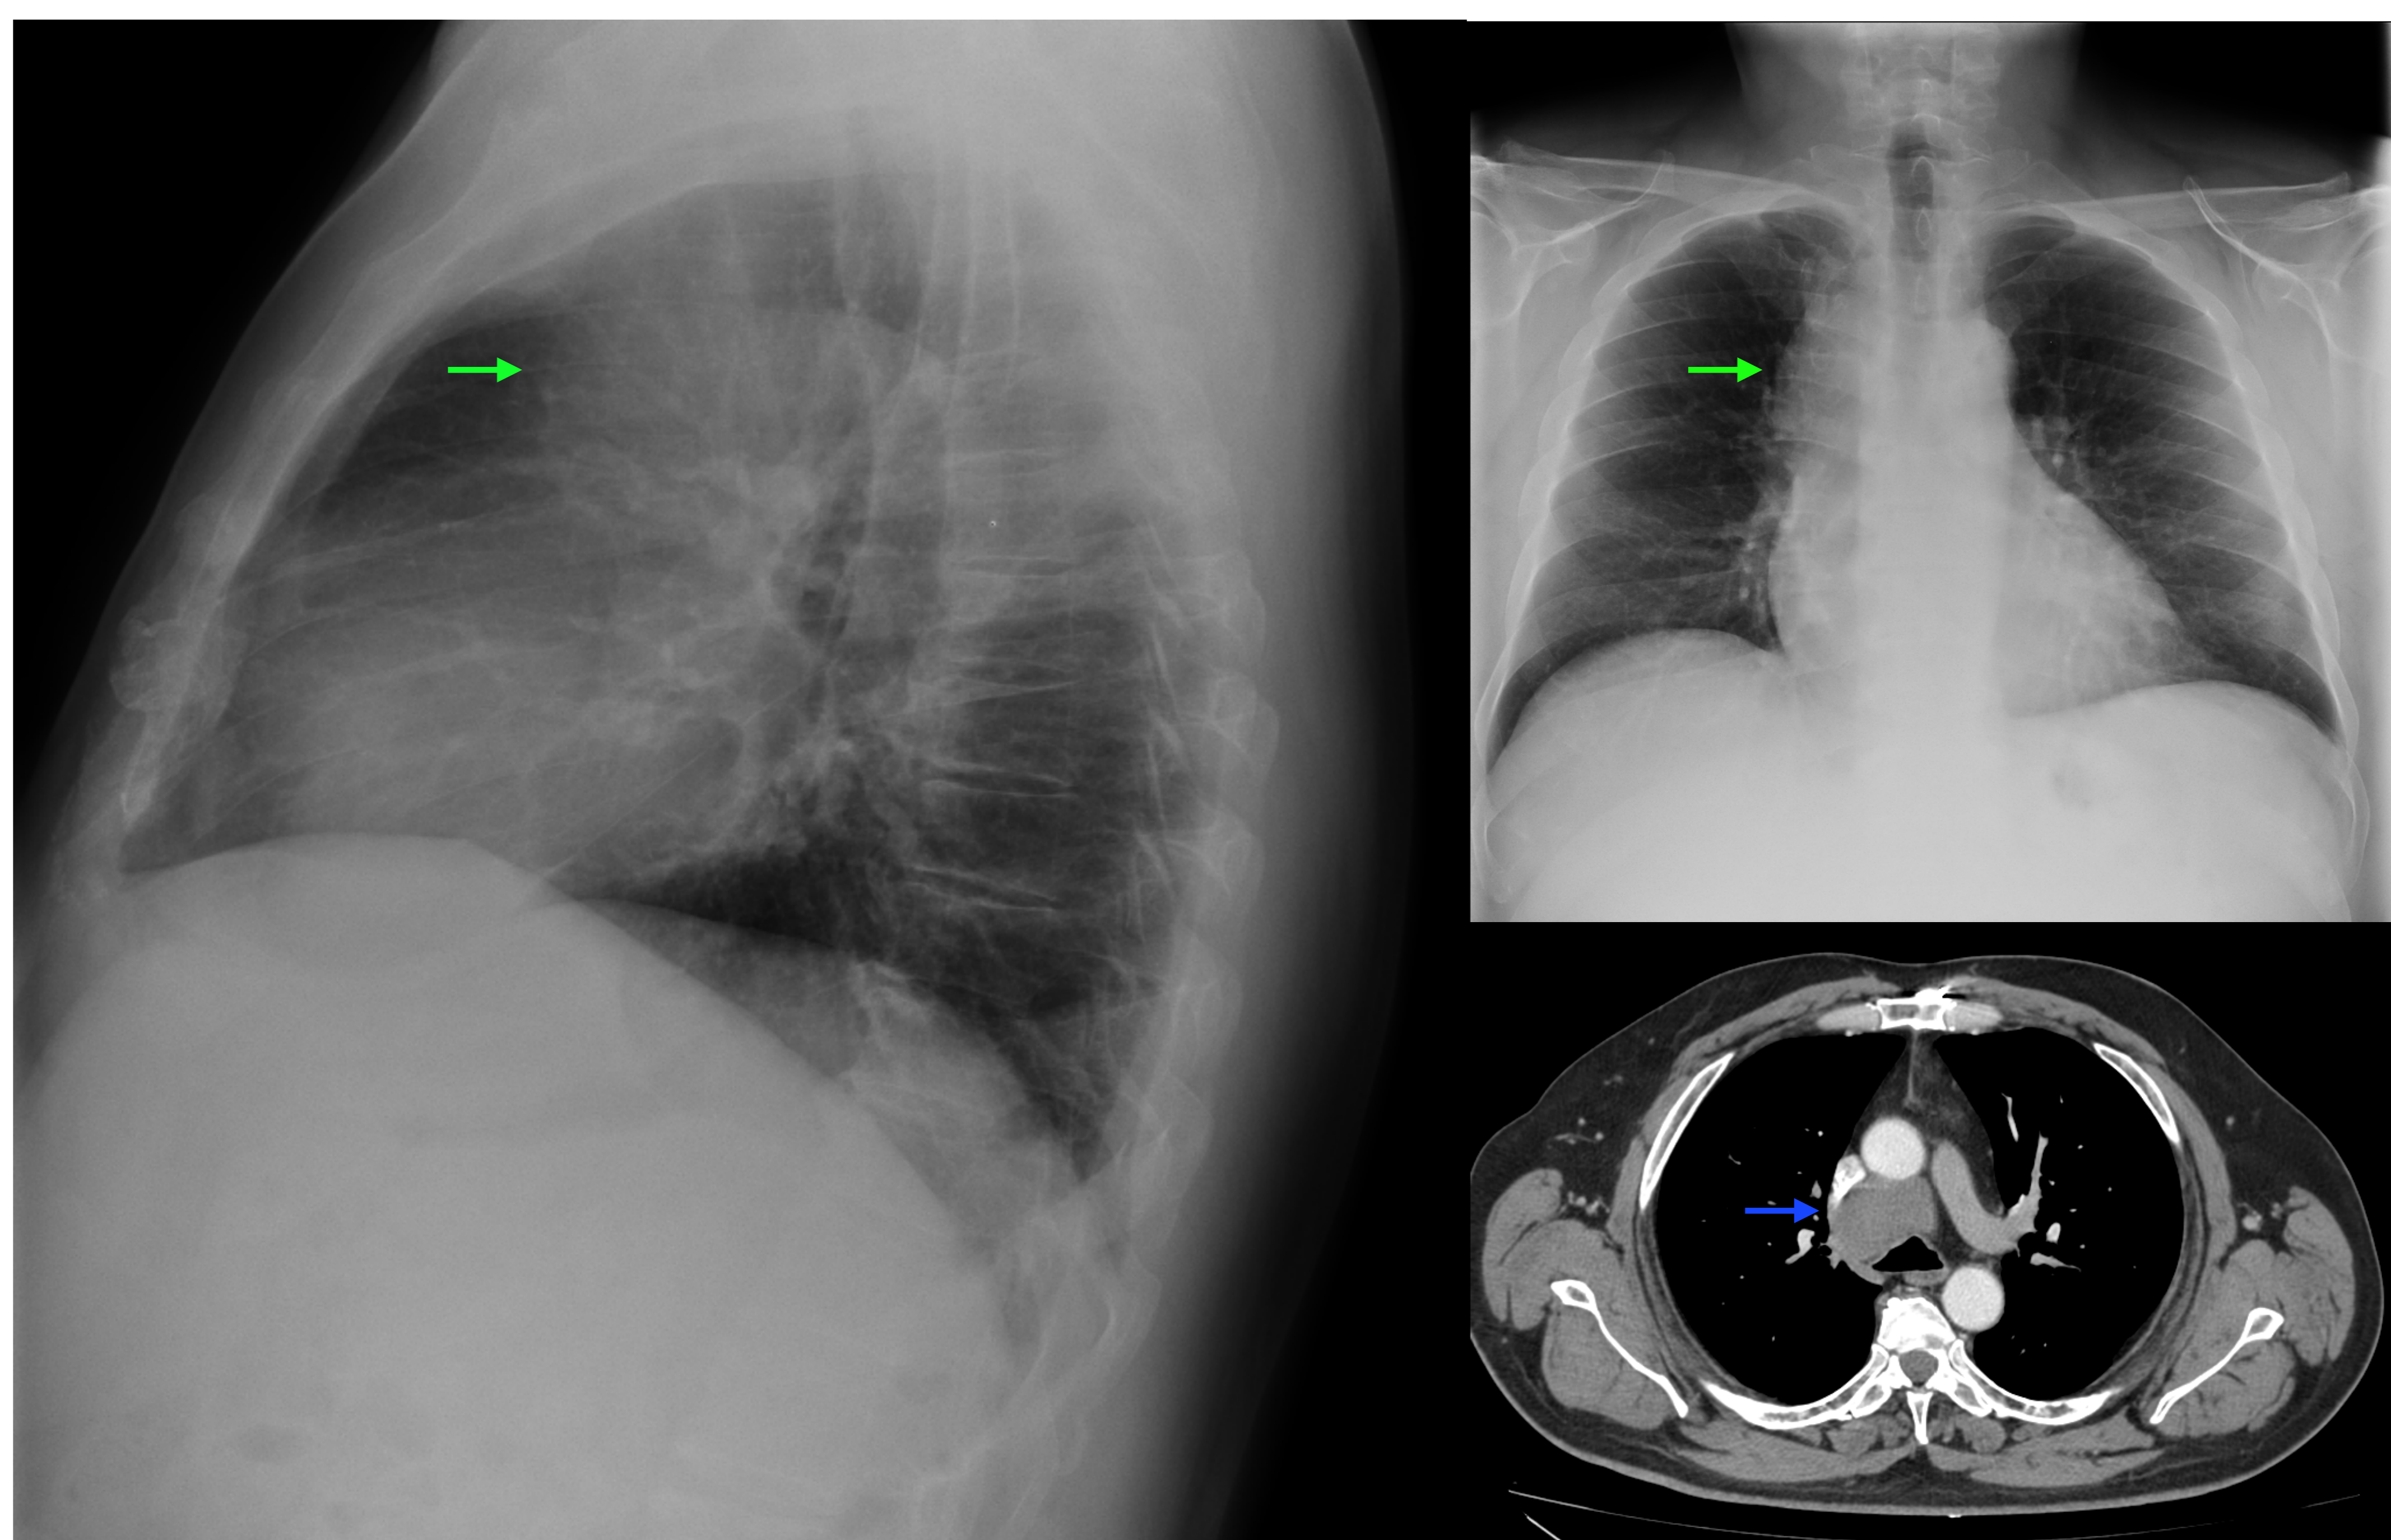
Lesión en mediastino parasagital derecha (flecha roja), que en TC es de atenuación sólida y bien delimitada, que en el estudio histológico sugiere Timoma.
